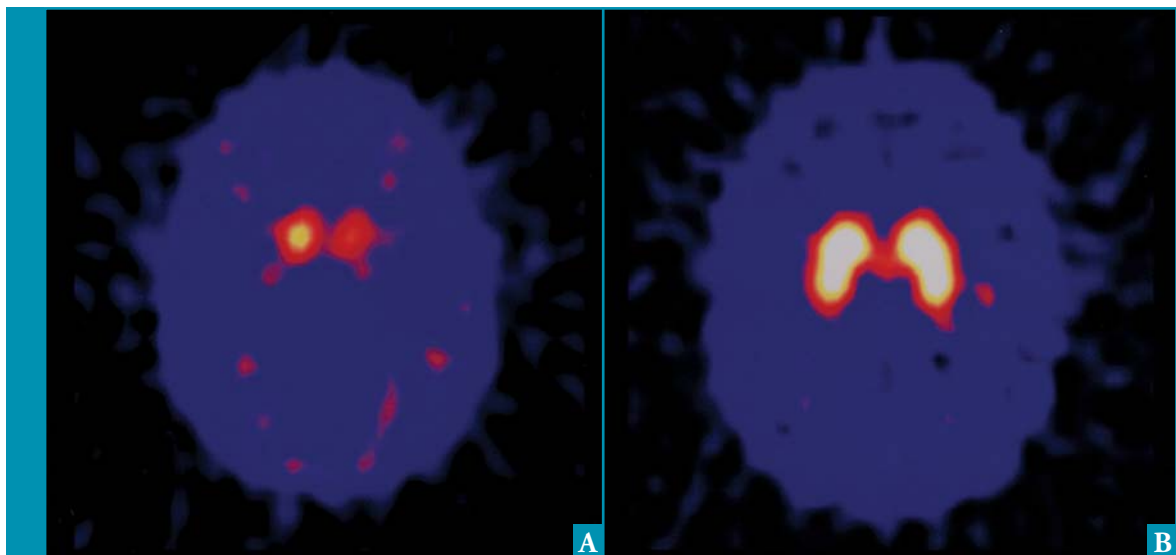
^{18}F -FDG-PET-scan. Transversale opname door het striatum van A. een 59-jarige man met MSA-P en B. een gezonde controle. Bij A. is de activiteit in het striatum sterk verminderd.
